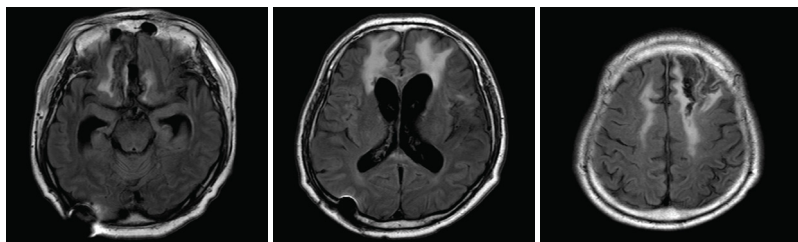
МРТ-снимок головного мозга в режиме T2 FLAIR через три месяца после кровоизлияния: энцефаломалиция в обеих лобных долях и увеличение желудочков
